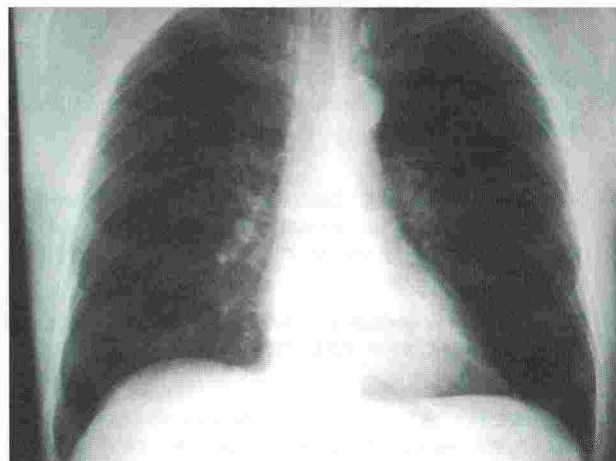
Oligohemia relativa por radiografía sobreexpuesta.
